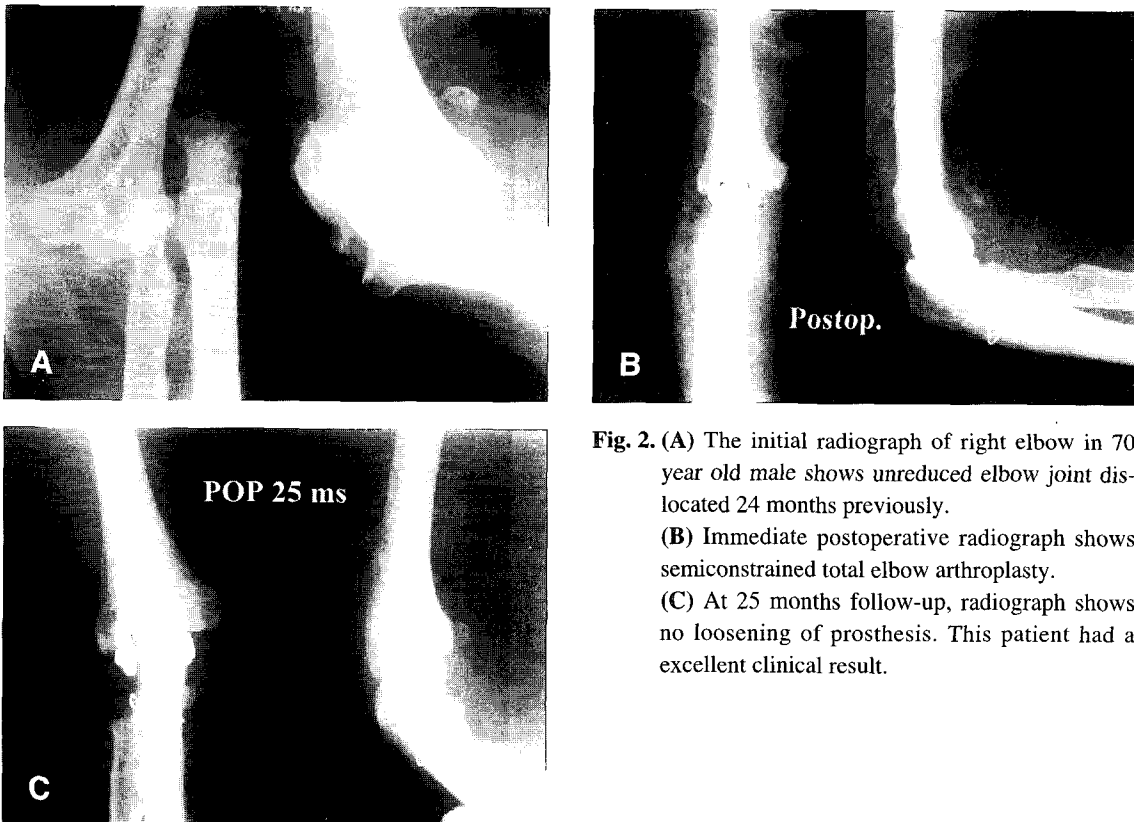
(A) The initial radiograph of right elbow in 70 year old male shows unreduced elbow joint dislocated 24 months previously. (B) Immediate postoperative radiograph shows semiconstrained total elbow arthroplasty. (C) At 25 months follow-up, radiograph shows no loosening of prosthesis. This patient had a excellent clinical result.
